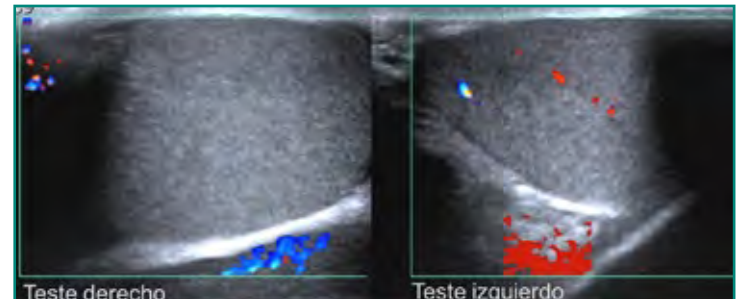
Ecografía testicular que muestra un teste derecho aumentado de tamaño, homogéneo, sin vascularización en el *doppler* color compatible con una torsión testicular.
